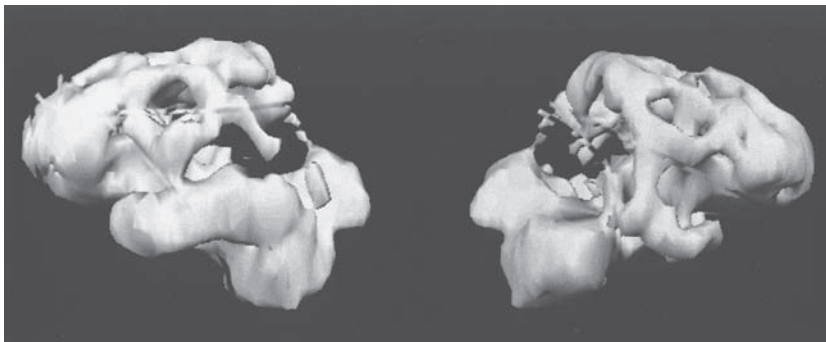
Esta exploración es una reconstrucción tridimensional computarizada de las imágenes de un paciente, tomadas por medio de una tomografía por emisión de positrón único. El hemisferio izquierdo está del lado izquierdo. Hay áreas bilaterales destacadas de menor perfusión en los lóbulos parietales que corresponden al síndrome de Balint y a la apraxia ideomotora. (Reproducida con autorización de Mendez, 2000.)
